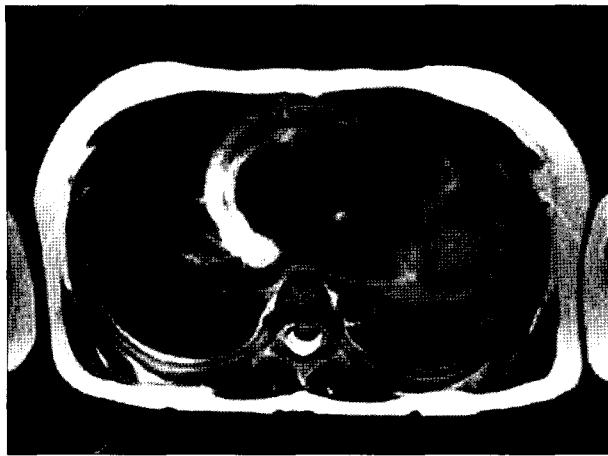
Preoperative magnetic resonance imaging showing an ovoid, cystic mass at the left upper cardiac border (*).
